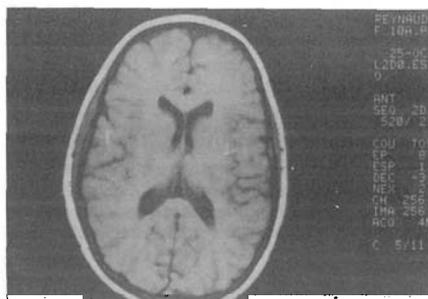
Resonancia nuclear magnética del caso; estudio dentro de límites normales
